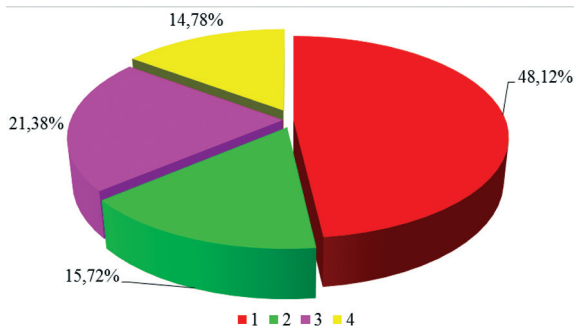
Repartiția copiilor cu dizabilități în funcție de maladiile sistemului nervos central: PCI asociată cu RM (1), sindromul Down (2), Epilepsie/ sindrom convulsiv asociate cu RM (3), alte maladii ale SNC asociate cu RM (4)
